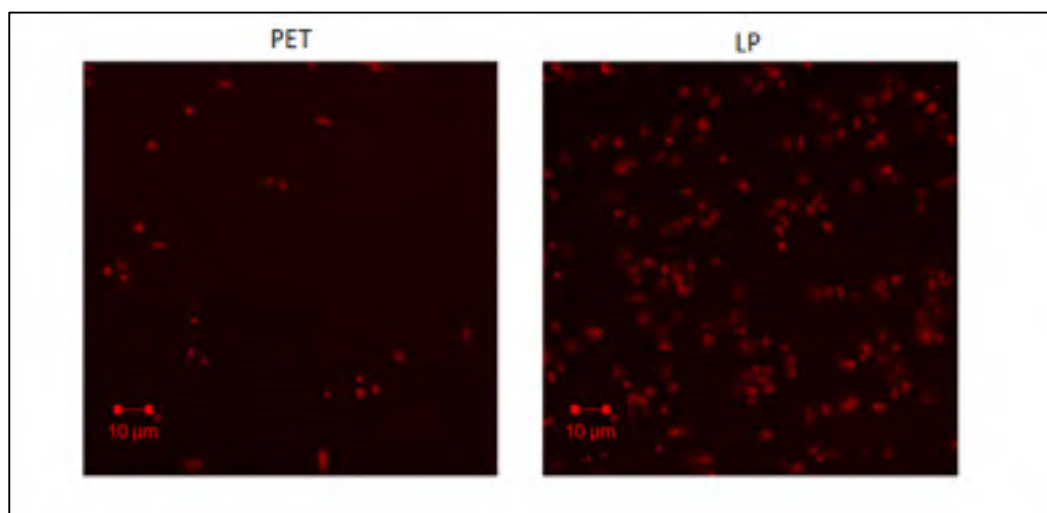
Adhésion des plaquettes sur des surfaces en PET et LP exposées, à des suspensions des plaquettes isolées et marquées avec la rhodamine, pendant 15 min à un débit de 40 mL/min
